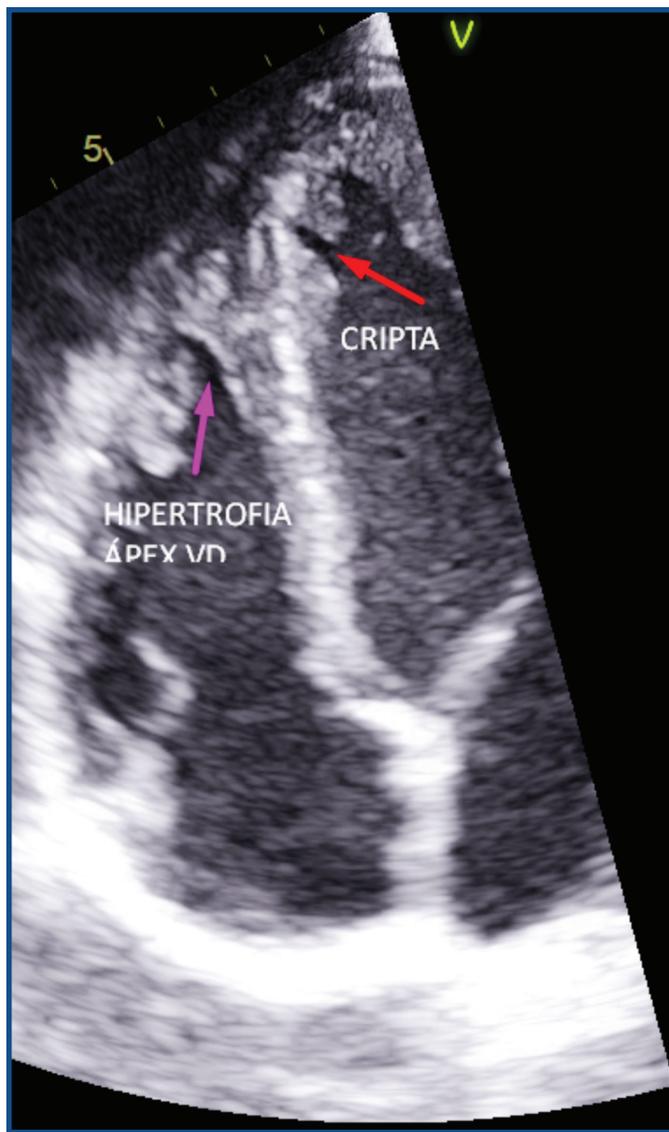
Ecocardiograma transtóraco 2D. Eje apical de 4 cámaras. Se muestra la hipertrofia del ápex del ventrículo derecho, así como una de las criptas en el ápex del ventrículo izquierdo.
